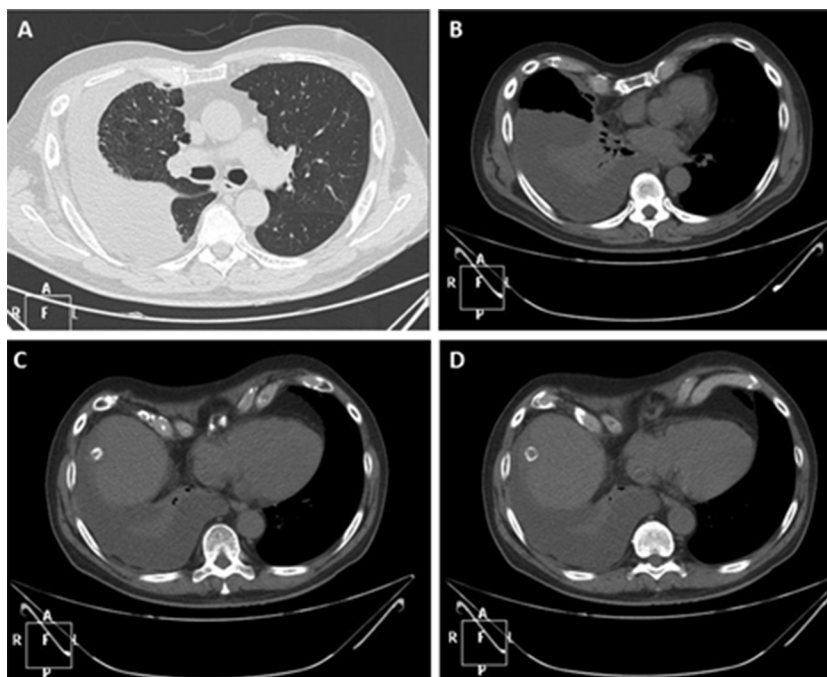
Tomografía computada de tórax sin contraste. A) Se observa derrame pleural derecho con colapso del parénquima adyacente. B) Derrame pleural isodenso en ventana mediastínica. C y D) Muestra imagen redondeada de densidad cálcica de ubicación subfrénica
